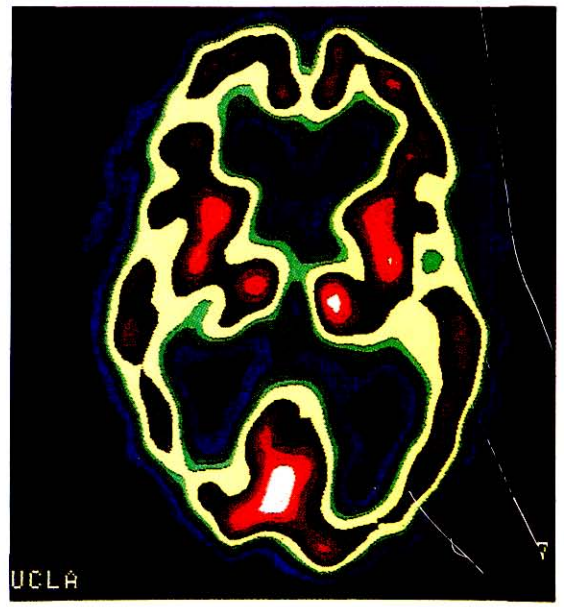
SPECT muestra hipoperfusión cortical y subcortical en un paciente con hidrocefalo a presión normal, [ver pág. 219].
